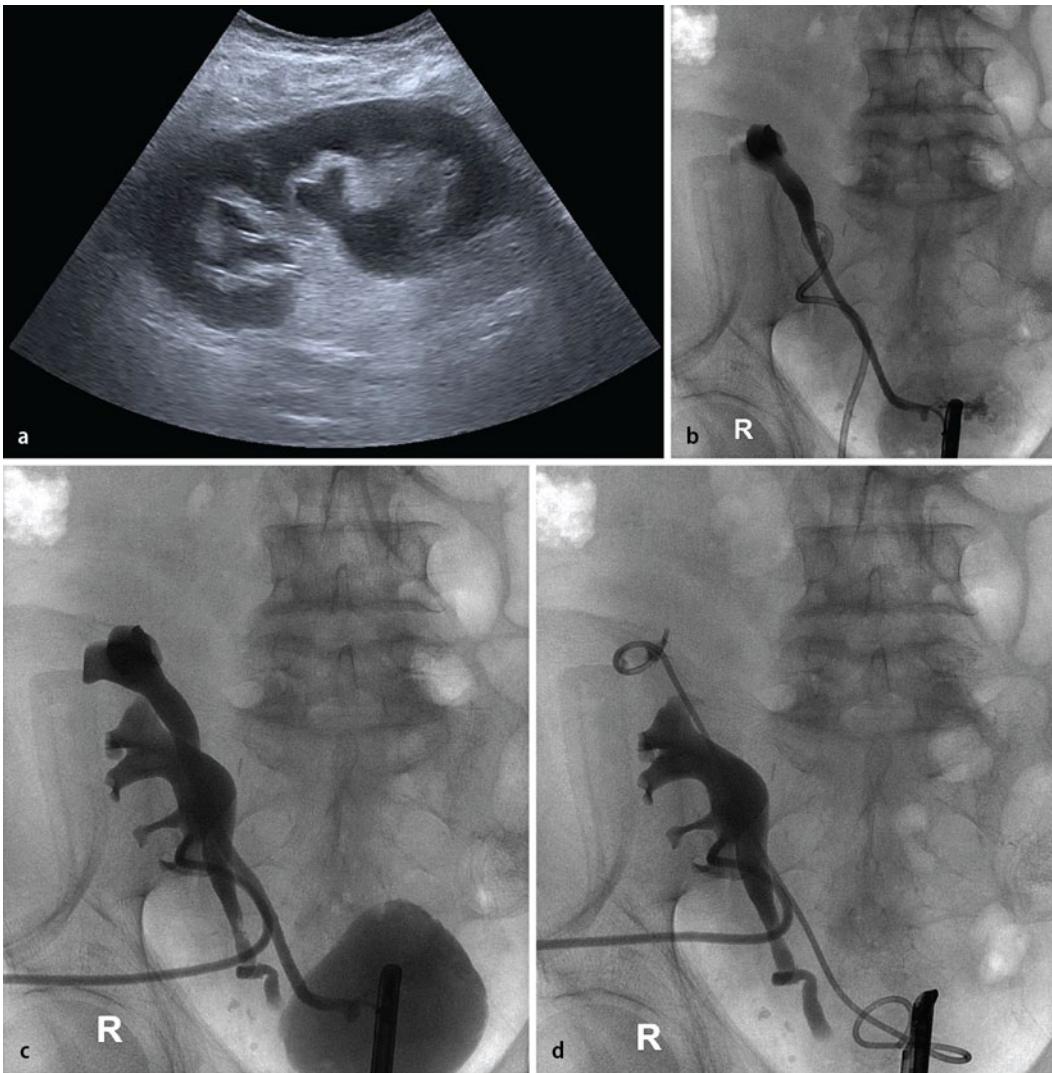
◀ Abbildungen eines von extern zugewiesenen Patienten: a Sonographie einer rechtsseitigen Transplantatniere mit Nachweis einer Dilatation der oberen Kelchgruppe; Nachweis einer Nephrostomie im Bereich der unteren Kelchgruppe. b Retrograde Sondierung des Neoostiums: Darstellung eines dilatierten Ureters bei außerhalb dieses Ureters gelegener Nephrostomie. c Antegrade Füllung der Nephrostomie: Nachweis eines Ureter duplex mit Nachweis eines nicht anastomosierten Ureters der unteren Kelchgruppe. d Abschließende Harnableitung beider Hohlsysteme: obere Kelchgruppe über DJ-Ureterkatheter, untere Kelchgruppe über einliegende Nephrostomie
